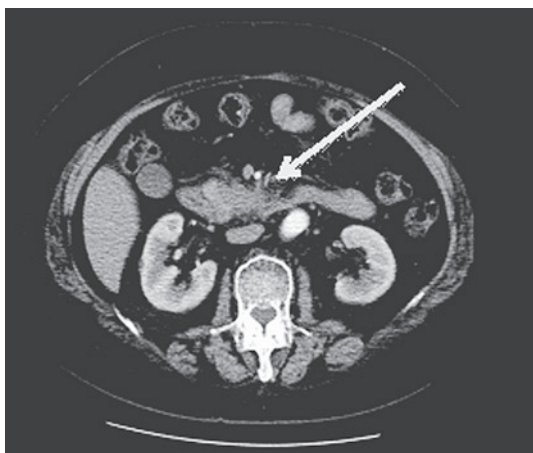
造影CT所見 十二指腸との境界が一部不明瞭で十二指腸浸潤が疑われる
